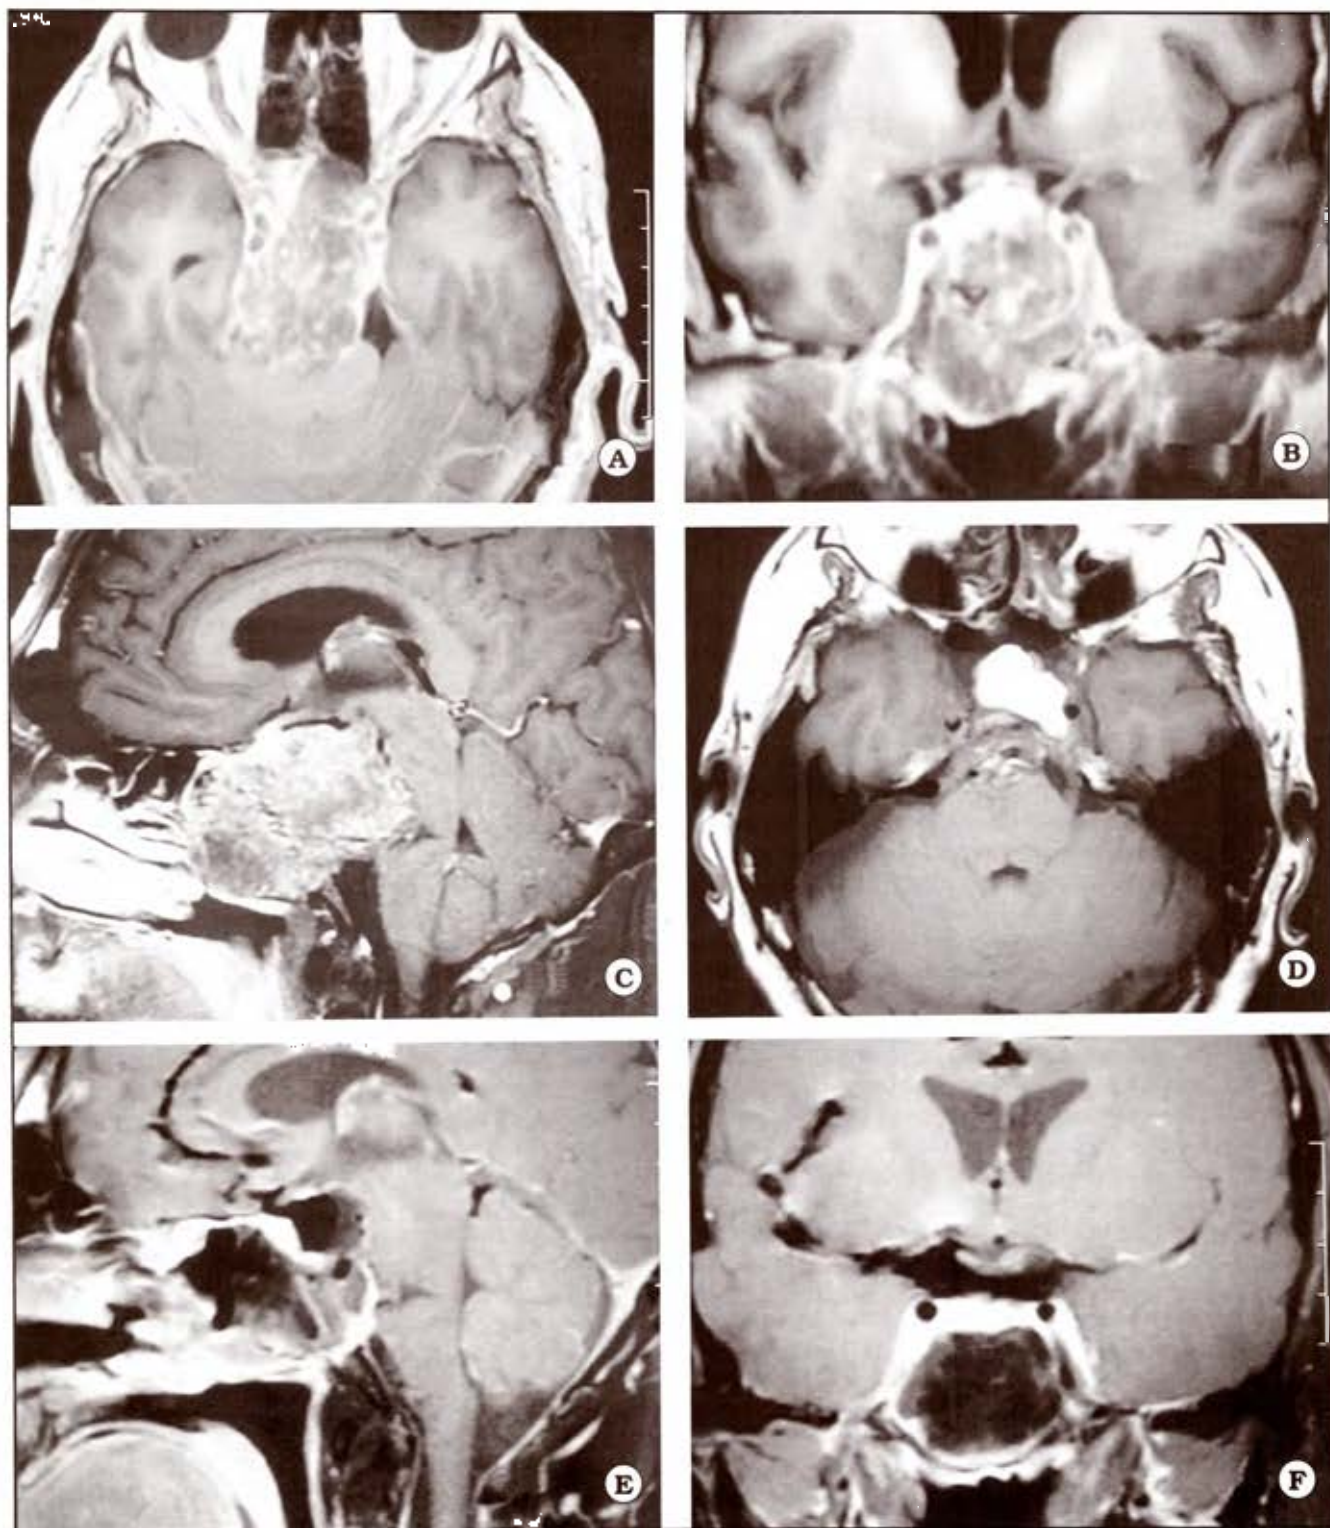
A, B, C. IRM preoperatoria mostrando cordoma de clivus superior y medio con importante extensión anteroposterior pero limitada lateralmente por las carótidas. D, E, F. IRM postoperatorio.
